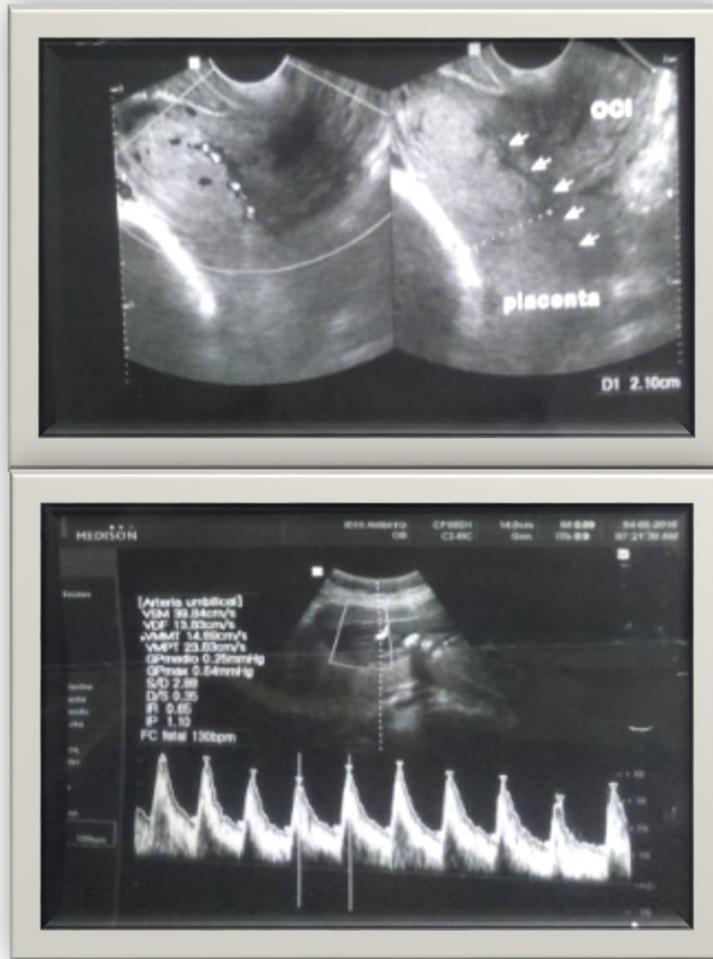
Ecografía en la que se evidencia Placenta previa – Semana 34
